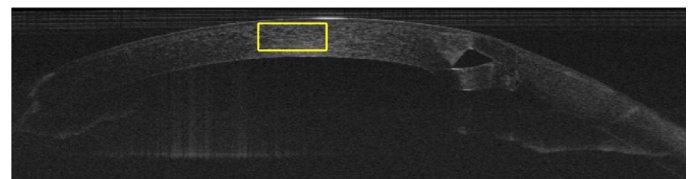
Tomografía de coherencia óptica (OCT) anterior donde vemos el segmento intraestromal corneal (SIC) implantado a la profundidad deseada y a la distancia correcta de la interfase donante-receptor.
